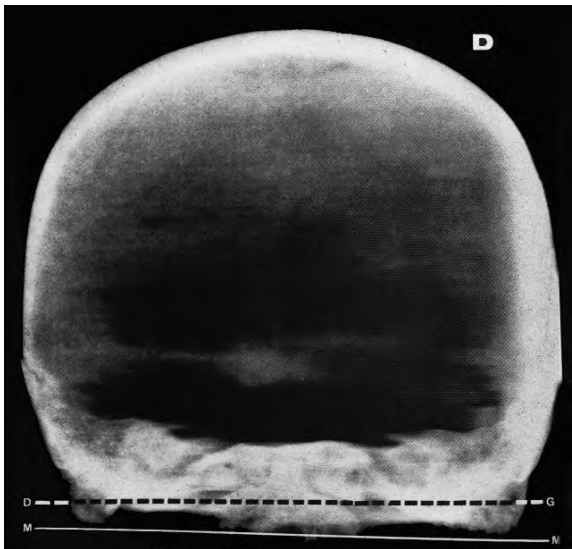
Radiografia anteroposterior del crani 3-1, que mostra el pla digàstric i el pla de Lisholm, que es veuen sobrepassats per l'axis (l'atlas està sinostosat a l'occipital). D: costat dret.
